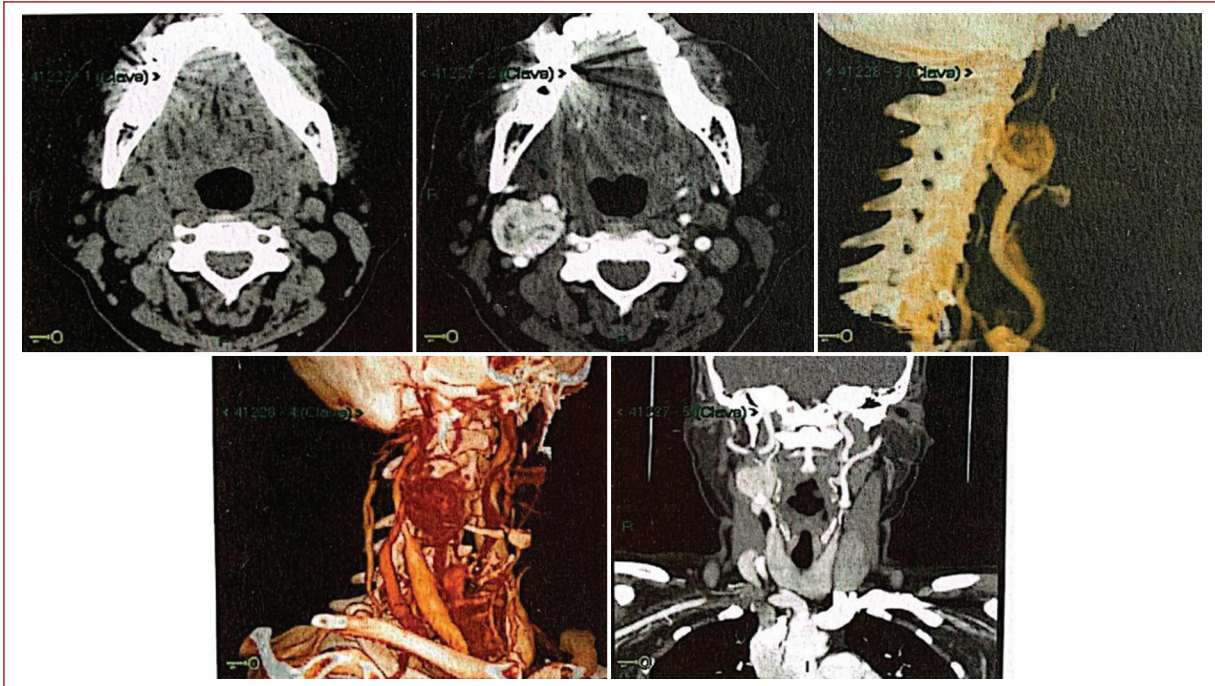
Angiotomografía en la que se observa un glomus carotídeo derecho, de aproximadamente $29 \times 28 \times 27$ mm, con densidad semejante al músculo, separando la carótida interna de la externa.
